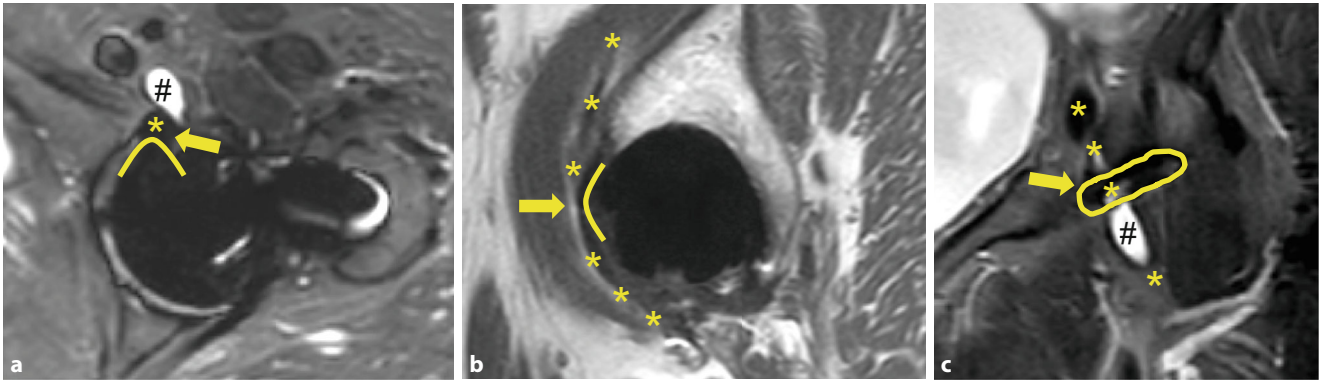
▲ MARS-MRT (Metall-Artefakt-Reduktions-Sequenz-Magnetresonanztomographie) mit verdickter, abgeknickter Iliopsoassehne (Sterne) mit direktem Kontakt (Pfeil) zum anterioren endoprothetischen Pfannenrand (gebogene Linie) axial (a), sagittal (b) und a.-p. (c) sowie umgebendem Serom/Bursa iliopectinea (Raute)
